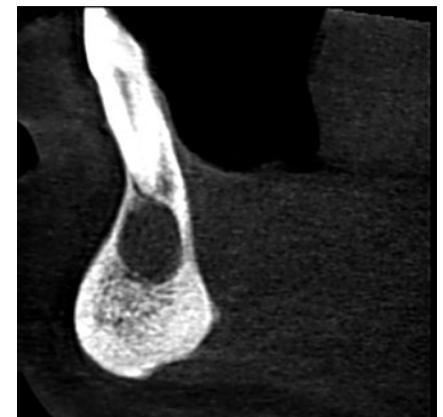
Corte sagital del proceso periapical (CBCT)
